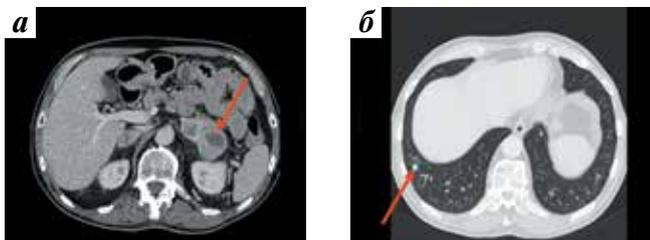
После проведения 3 курсов лечения пазопанибом: а – компьютерная томография органов брюшной полости: стабилизация процесса – отсутствие роста метастатического очага (стрелка); б – компьютерная томография легких: частичный ответ – уменьшение размера метастатического очага наибольшего размера (стрелка)
